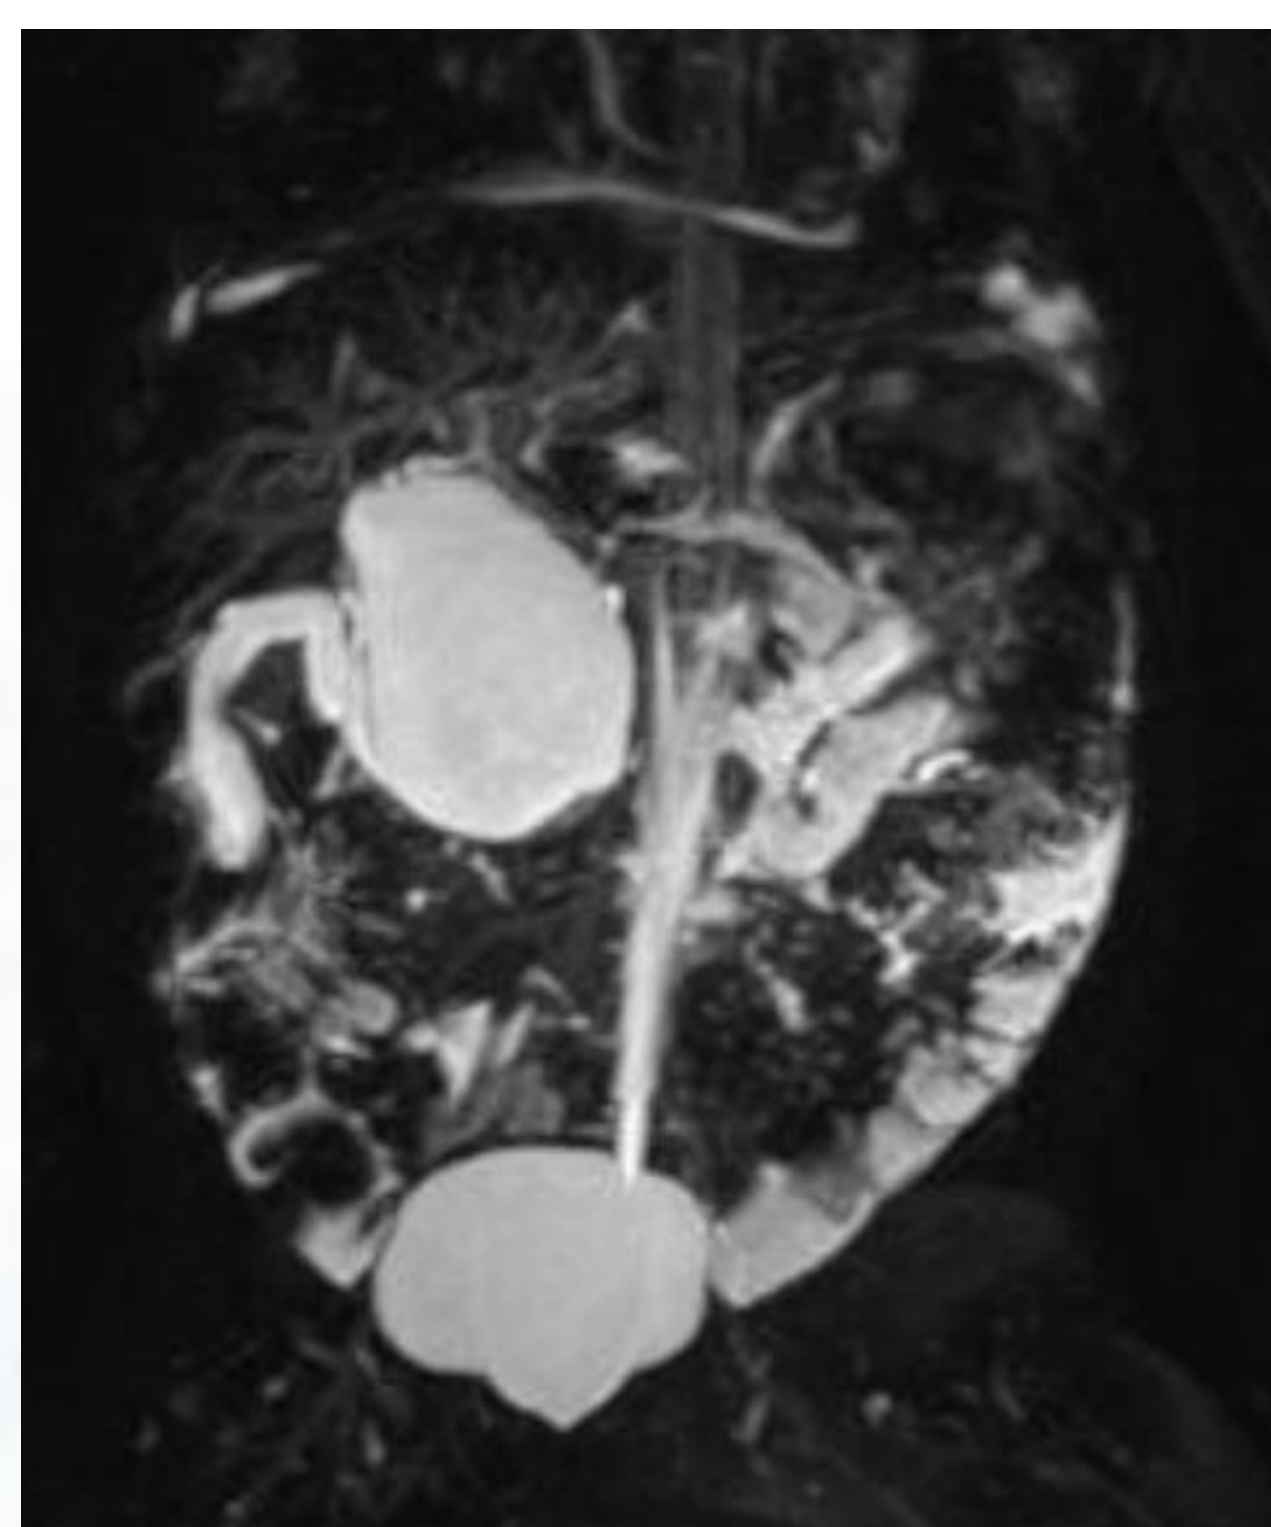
Imágenes de RMN del quiste (corte sagital y transversal).
